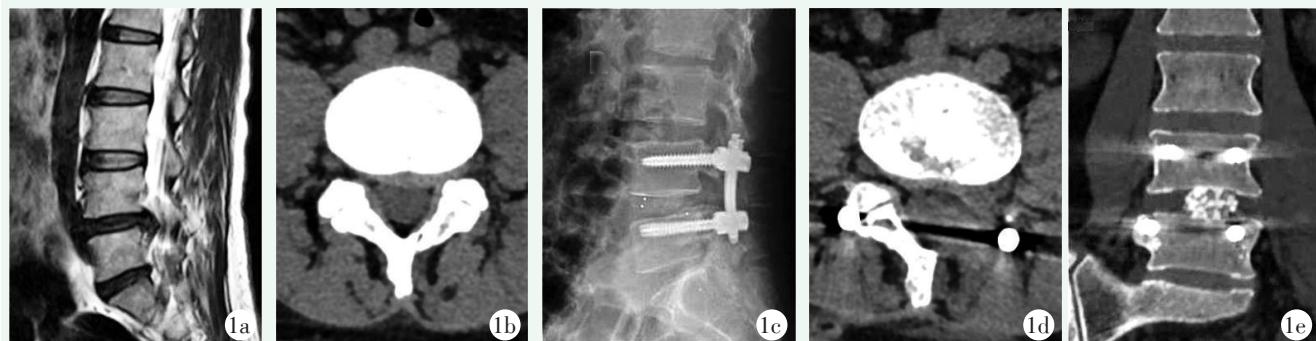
患者女性，55岁。1a:术前MRI示L_{4/5}椎间盘突出，椎管狭窄；1b:术前CT平扫见L_{4/5}椎间盘向左后突出；1c:术后DR示融合器及钉棒位置良好；1d:术后CT示减压范围；1e:术后6个月CT示骨小梁重塑。
